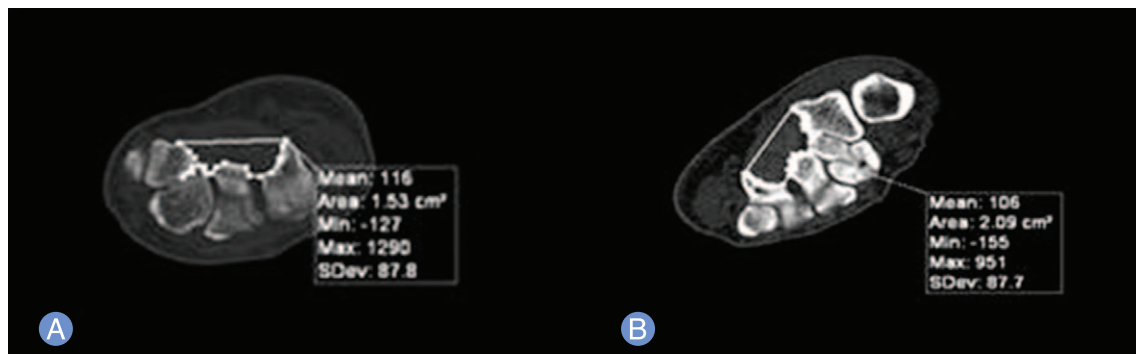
Preoperative computed tomogram at level of the hook of hamate of the both wrist. The anteroposterior diameter and cross section area of the affected side (A) are smaller than those of unaffected side (B).
